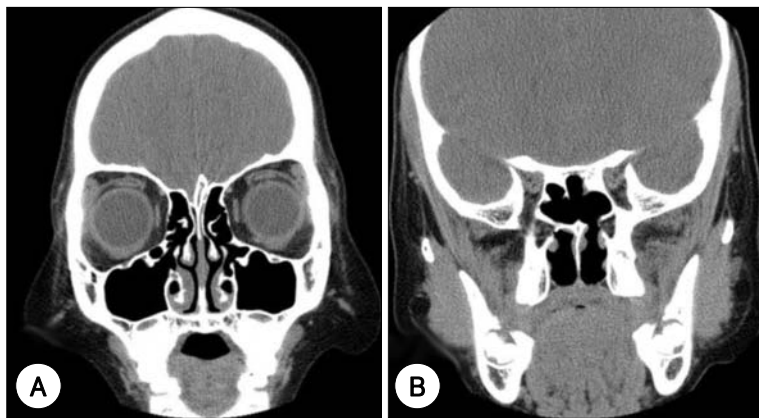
The 4-month postoperative CT findings. A : Coronal CT scan shows clearance in bilateral maxillary and ethmoid sinuses. B : Coronal CT scan shows clearance in bilateral sphenoid sinuses and the left posterior choana.
